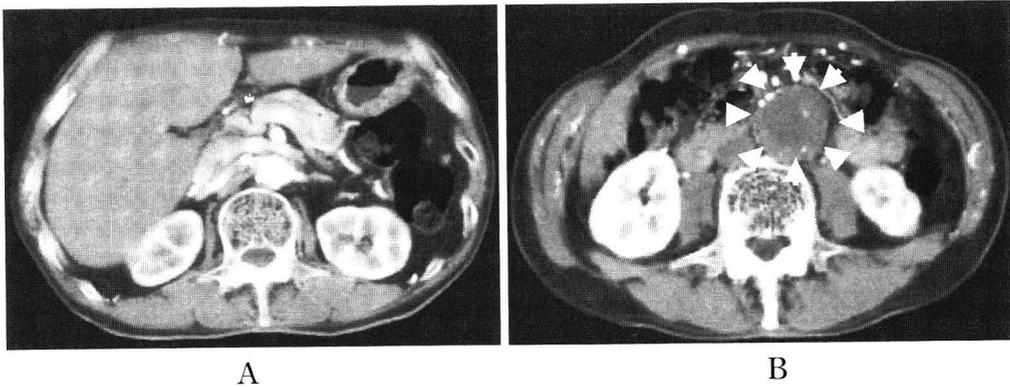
術前造影X線computed tomography
